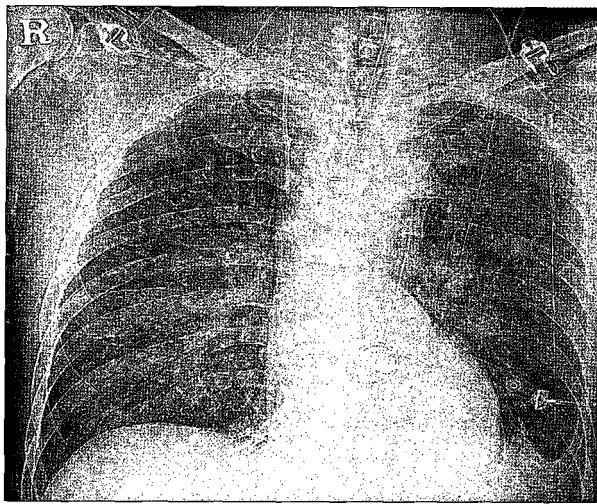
Postoperative chest X-ray shows improved state of the pulmonary edema and significant improvement in the cardiomegaly and globular morphology of the cardiac silhouette.
